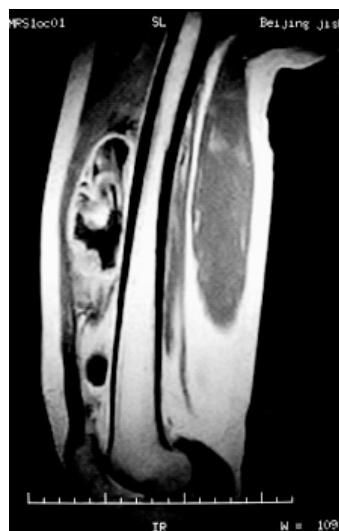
矢状位 MRI 术前计划,从股四头肌的起点到止点,进行大腿前间室切除术
